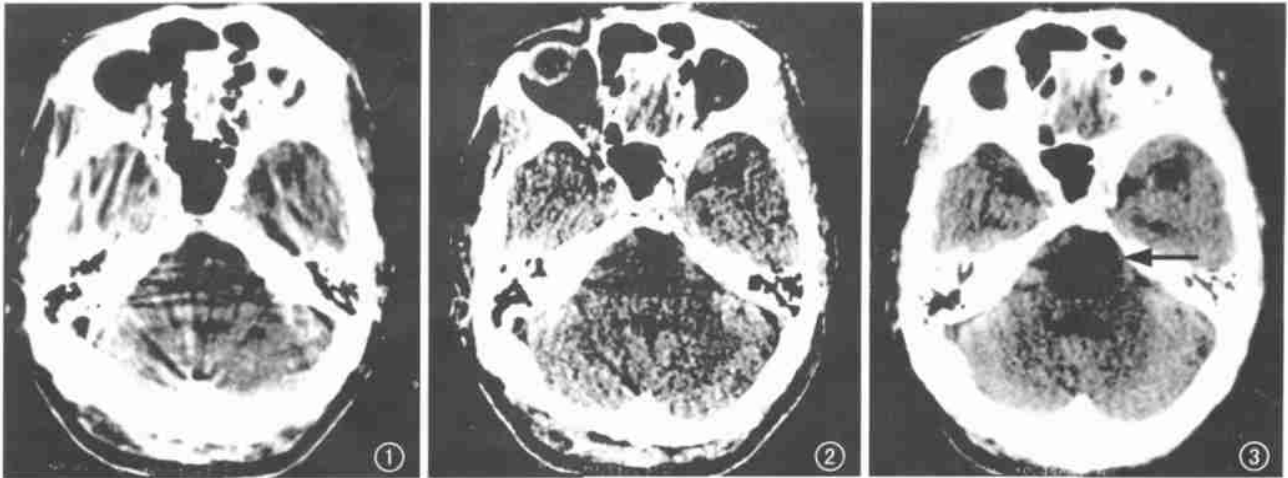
颅底 CT 常规平扫像, 颅底伪影多, 遮掩颅底病变组织。 图 2 颅底 CT 薄层扫描, 信噪比差, 病灶影像显示模糊。
